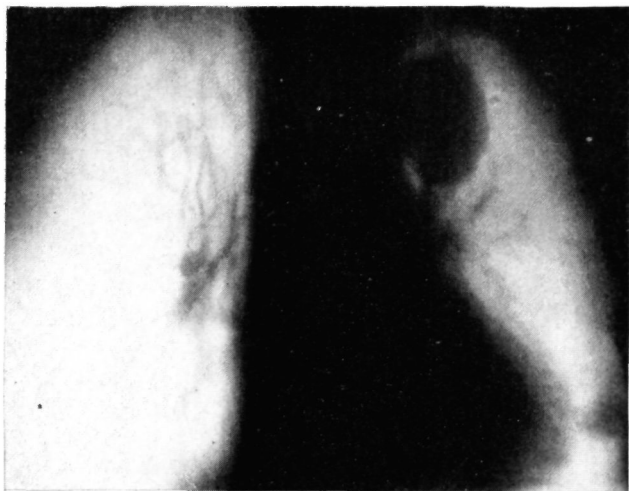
Томограмма органов грудной полости больного X.
